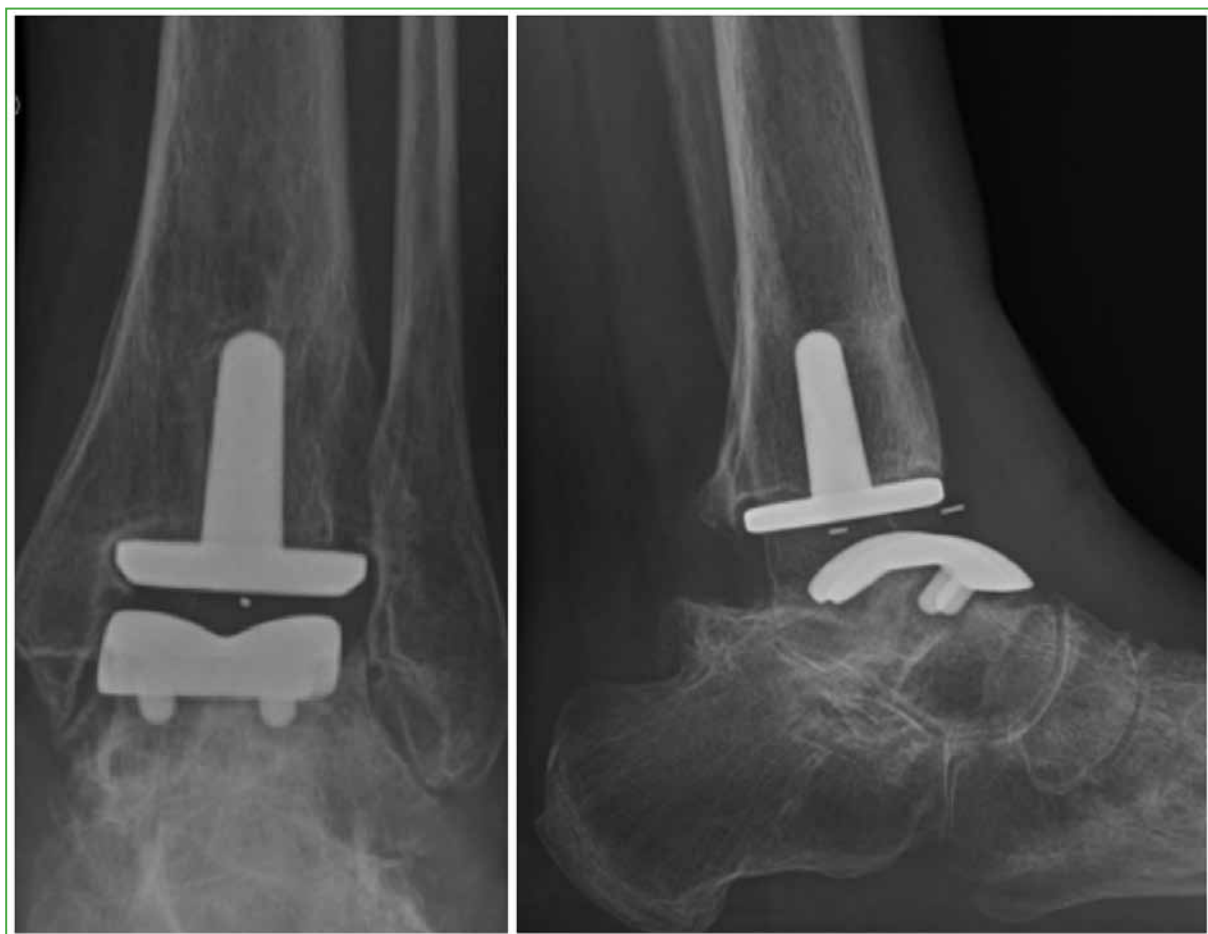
Radiografías de tobillo, de frente y de perfil, al año de la operación. Se observa el aflojamiento de la prótesis a nivel de la tibia y el astrágalo.
